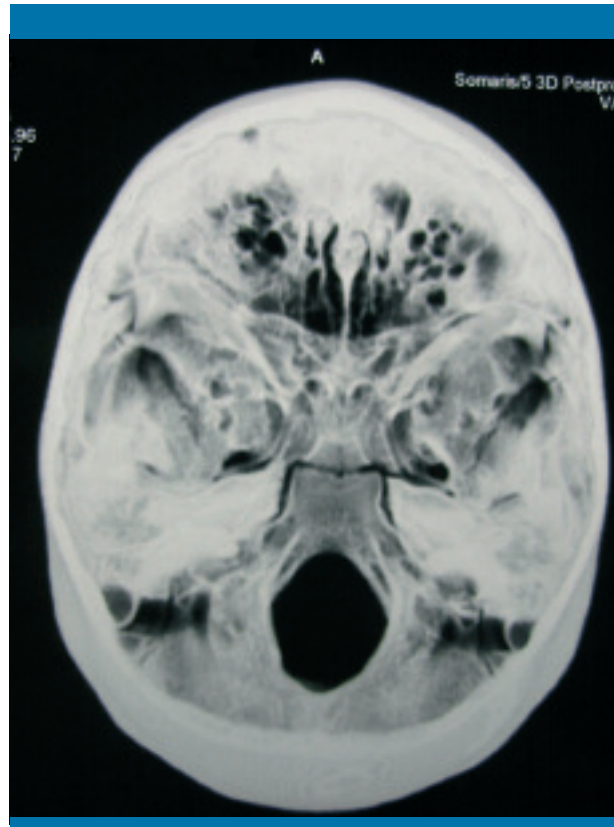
Reconstrucción tridimensional de la tomografía computarizada. Puede apreciarse la fractura del techo de la órbita izquierda
